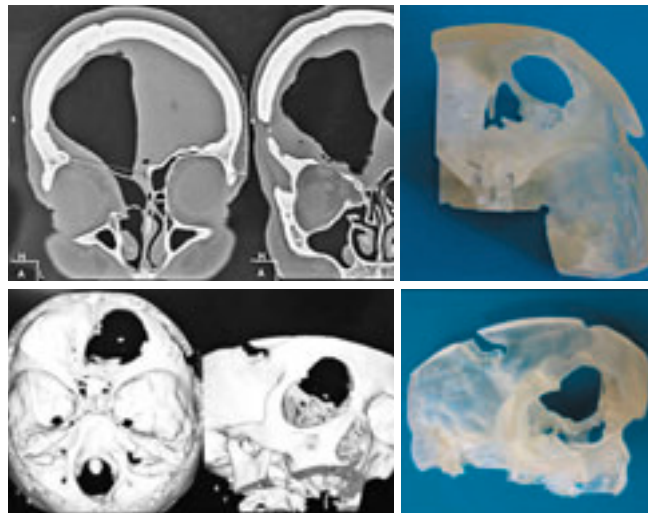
Рентгеновская компьютерная томография черепа и стереолитографическая модель черепа больной П.
